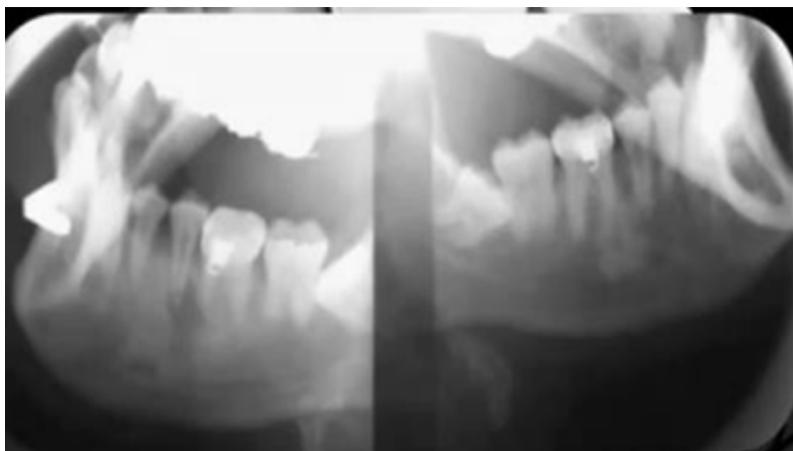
Radiografía lateral oblicua, con presencia inflamatoria localizada.
